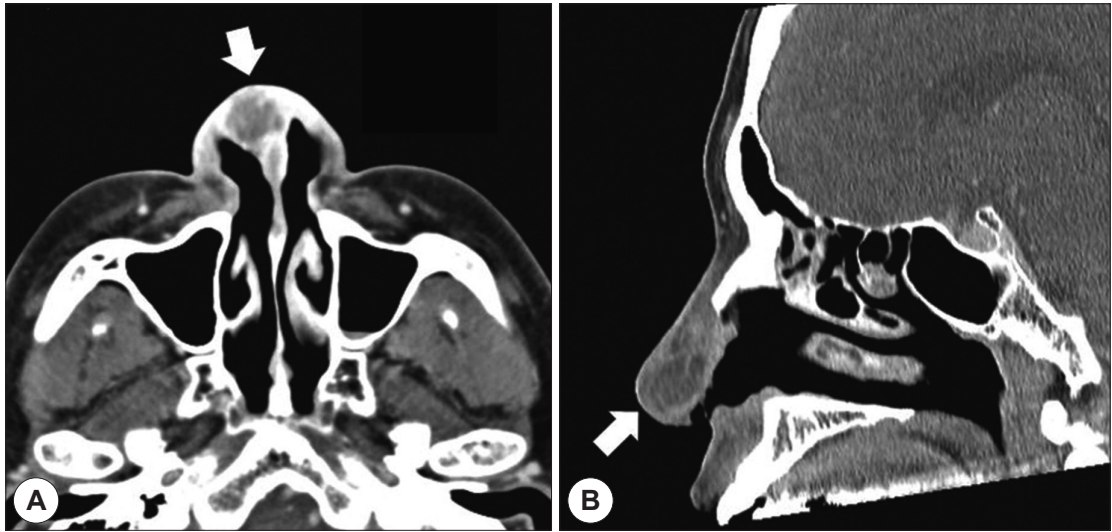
CT scan findings showing a right nasal tip abscess. A : Axial view. B : Sagittal view.
